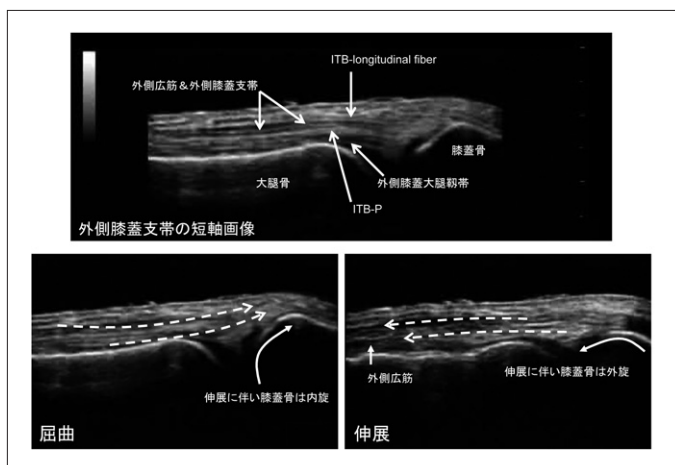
膝蓋骨外側支持組織の超音波短軸解剖（外側膝蓋大腿靱帯を中心に）
